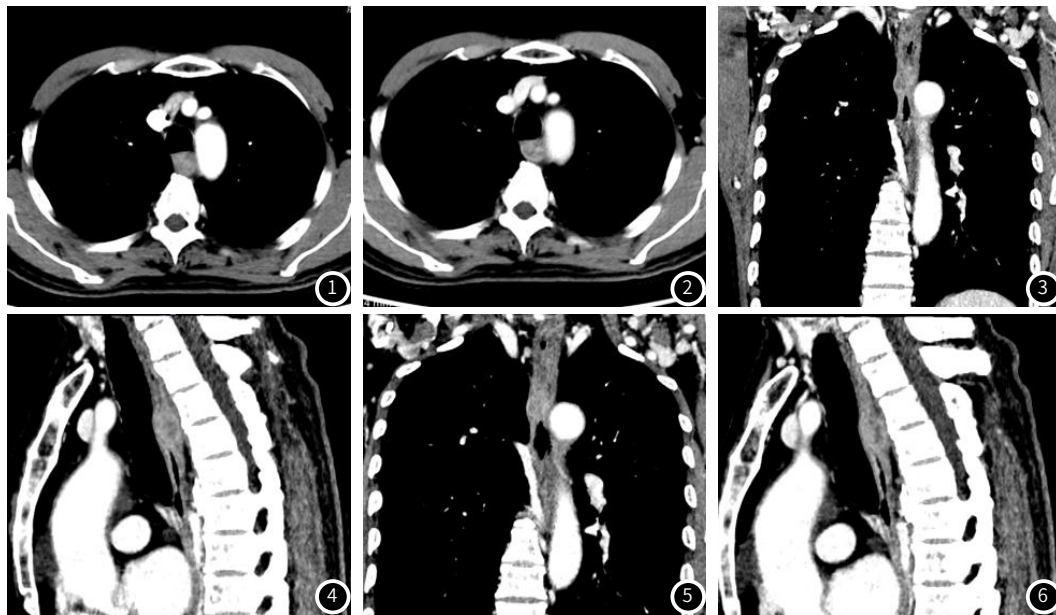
~图2 为胸部CT增强第一期、第二期。图3~图4 为胸部CT增强第一期冠状位、矢状位。图5~图6 为胸部CT增强第二期冠状位、矢状位。
